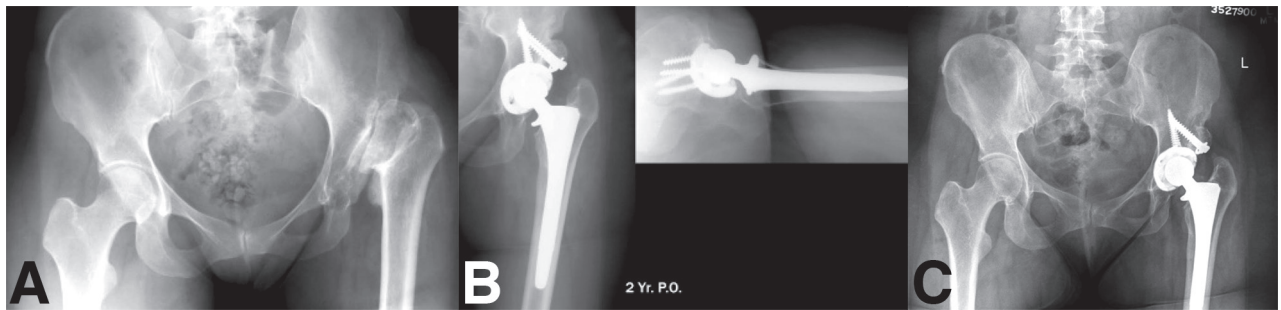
A) Radiografía anteroposterior de la cadera izquierda muy dolorosa en una paciente de 34 años con luxación baja (tipo B) y un acetábulo muy incompetente. B) Radiografías anteroposterior y lateral de la misma paciente. El injerto autólogo de incremento acetabular, esencial en este caso se ha incorporado y la posición del componente es correcta. C) 8 años después el injerto no se ha reabsorbido. El resultado clínico es muy satisfactorio.
